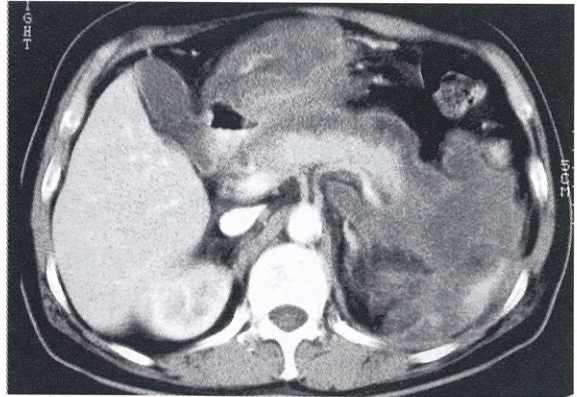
급성 췌장염의 CT소견. 췌장종대와 함께 췌장 주위로 심한 체액저류가 관찰된다.
